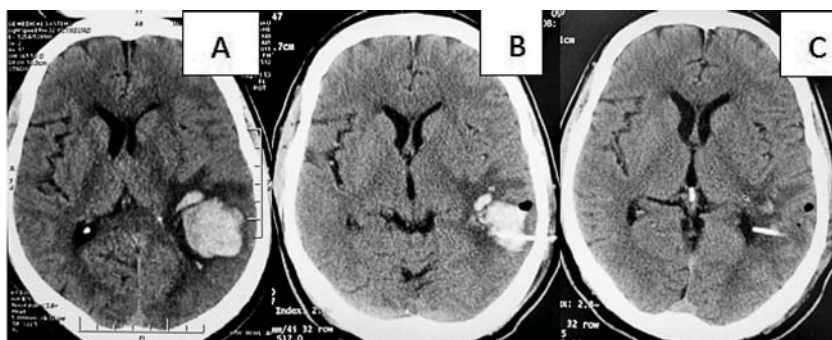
A. TC cerebrală preoperatorie. B. TC cerebrală peste 12 ore. C. TC cerebrală peste 36 de ore.
